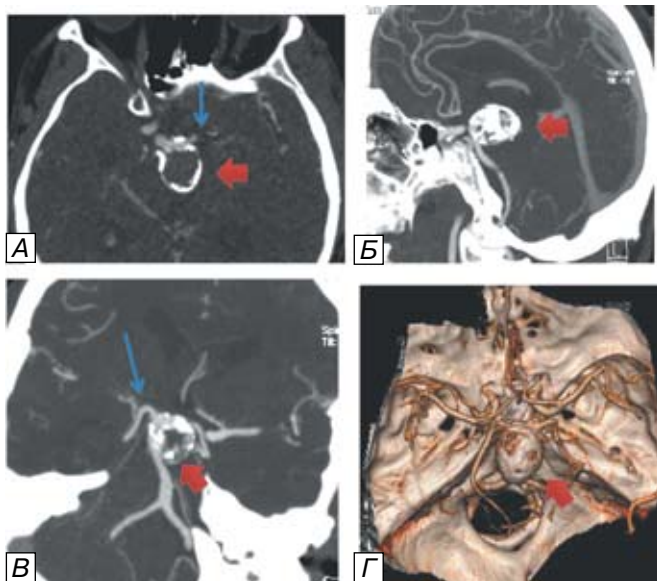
КТ-ангиография пациента А., 44 г., тромбированная аневризма бифуркации базилярной артерии (короткая красная стрелка). Аксиальный срез (А) толщиной 1 мм наиболее убедительно показывает вовлечение в пришеечную часть аневризмы устья левой задней мозговой артерии (стрелка). 2D MIP в косых проекциях (Б,В) демонстрируют взаимоотношение аневризмы со спинкой турецкого седла (Б) и устье правой задней мозговой артерии (В, стрелка). На 3D-реконструкциях (Г) можно судить только о состоянии артериального круга мозга в целом, кальцинированная стенка аневризмы не позволяет достоверно оценить устья отходящих сосудов. Fig. 4. CT-angiography of patient A., 44 years old, thrombosed aneurysm of basilar bifurcation (short red arrow). Axial slice (A) with the width of 1 mm most tellingly demonstrates the inclusion of left posterior cerebral artery orifice into the aneurysmal neck (arrow). 2D MIP in oblique positions (B,B) show the relationship between aneurysm and dorsum sellae (B) and orifice of right PCA (B, arrows). 3D- reconstructions (Г) allow only destiny about circle of Willis в целом, because calcinated wall of aneurysm disturbs the accurate estimation of efferent arteries orifices.
